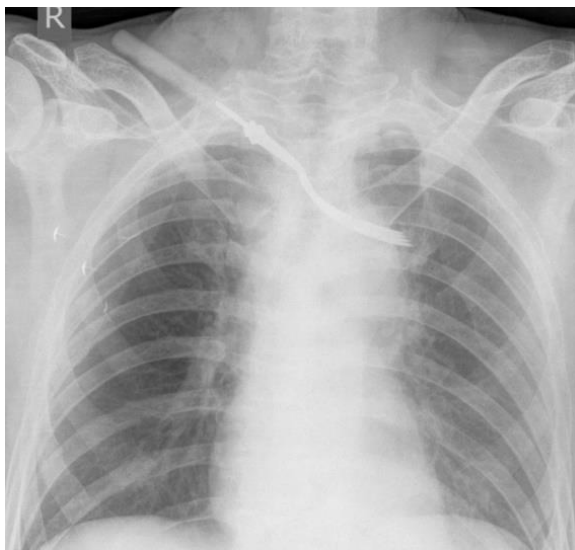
Пациент К. Обзорная рентгенография органов груди при поступлении в ПШО НИИ СП. Визуализирован трансаксиальный ход ранящего канала (вилка)
